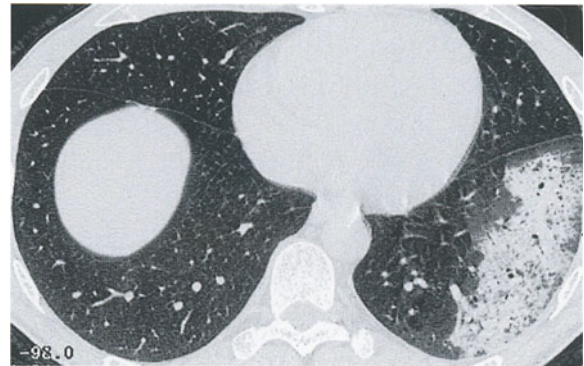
Alveoläre Hämorrhagie im Thorax-HRCT (gleicher Patient wie in Abb. 25-8)
